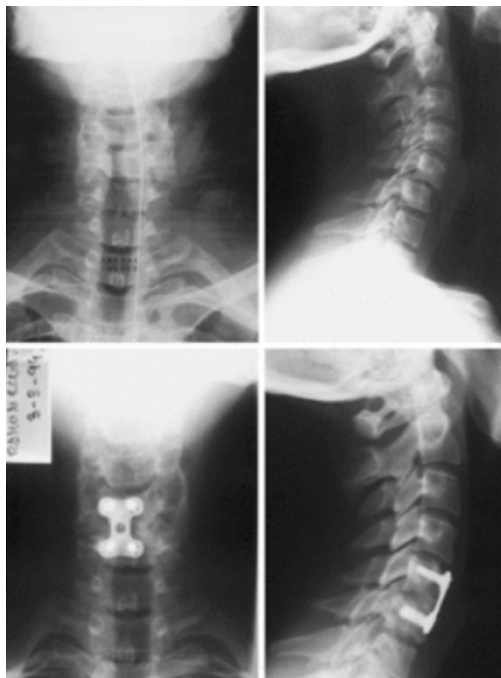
Radiografía anteroposterior y lateral columna cervical, tratado mediante reducción abierta, discectomía y artrodesis anterior con placa C5-C6
